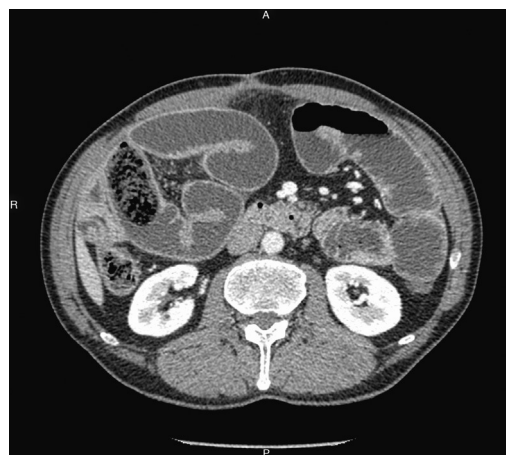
TC abdominal. Oclusión intestinal por voluminoso bezoar impactado en íleon distal; importante distensión de asas de intestino delgado.
